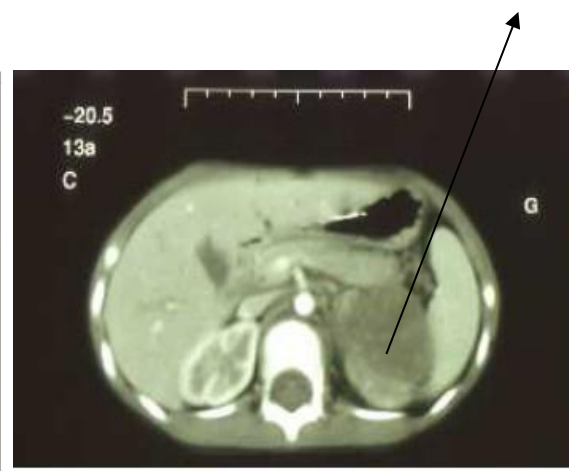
TDM après chimiothérapie [27]
